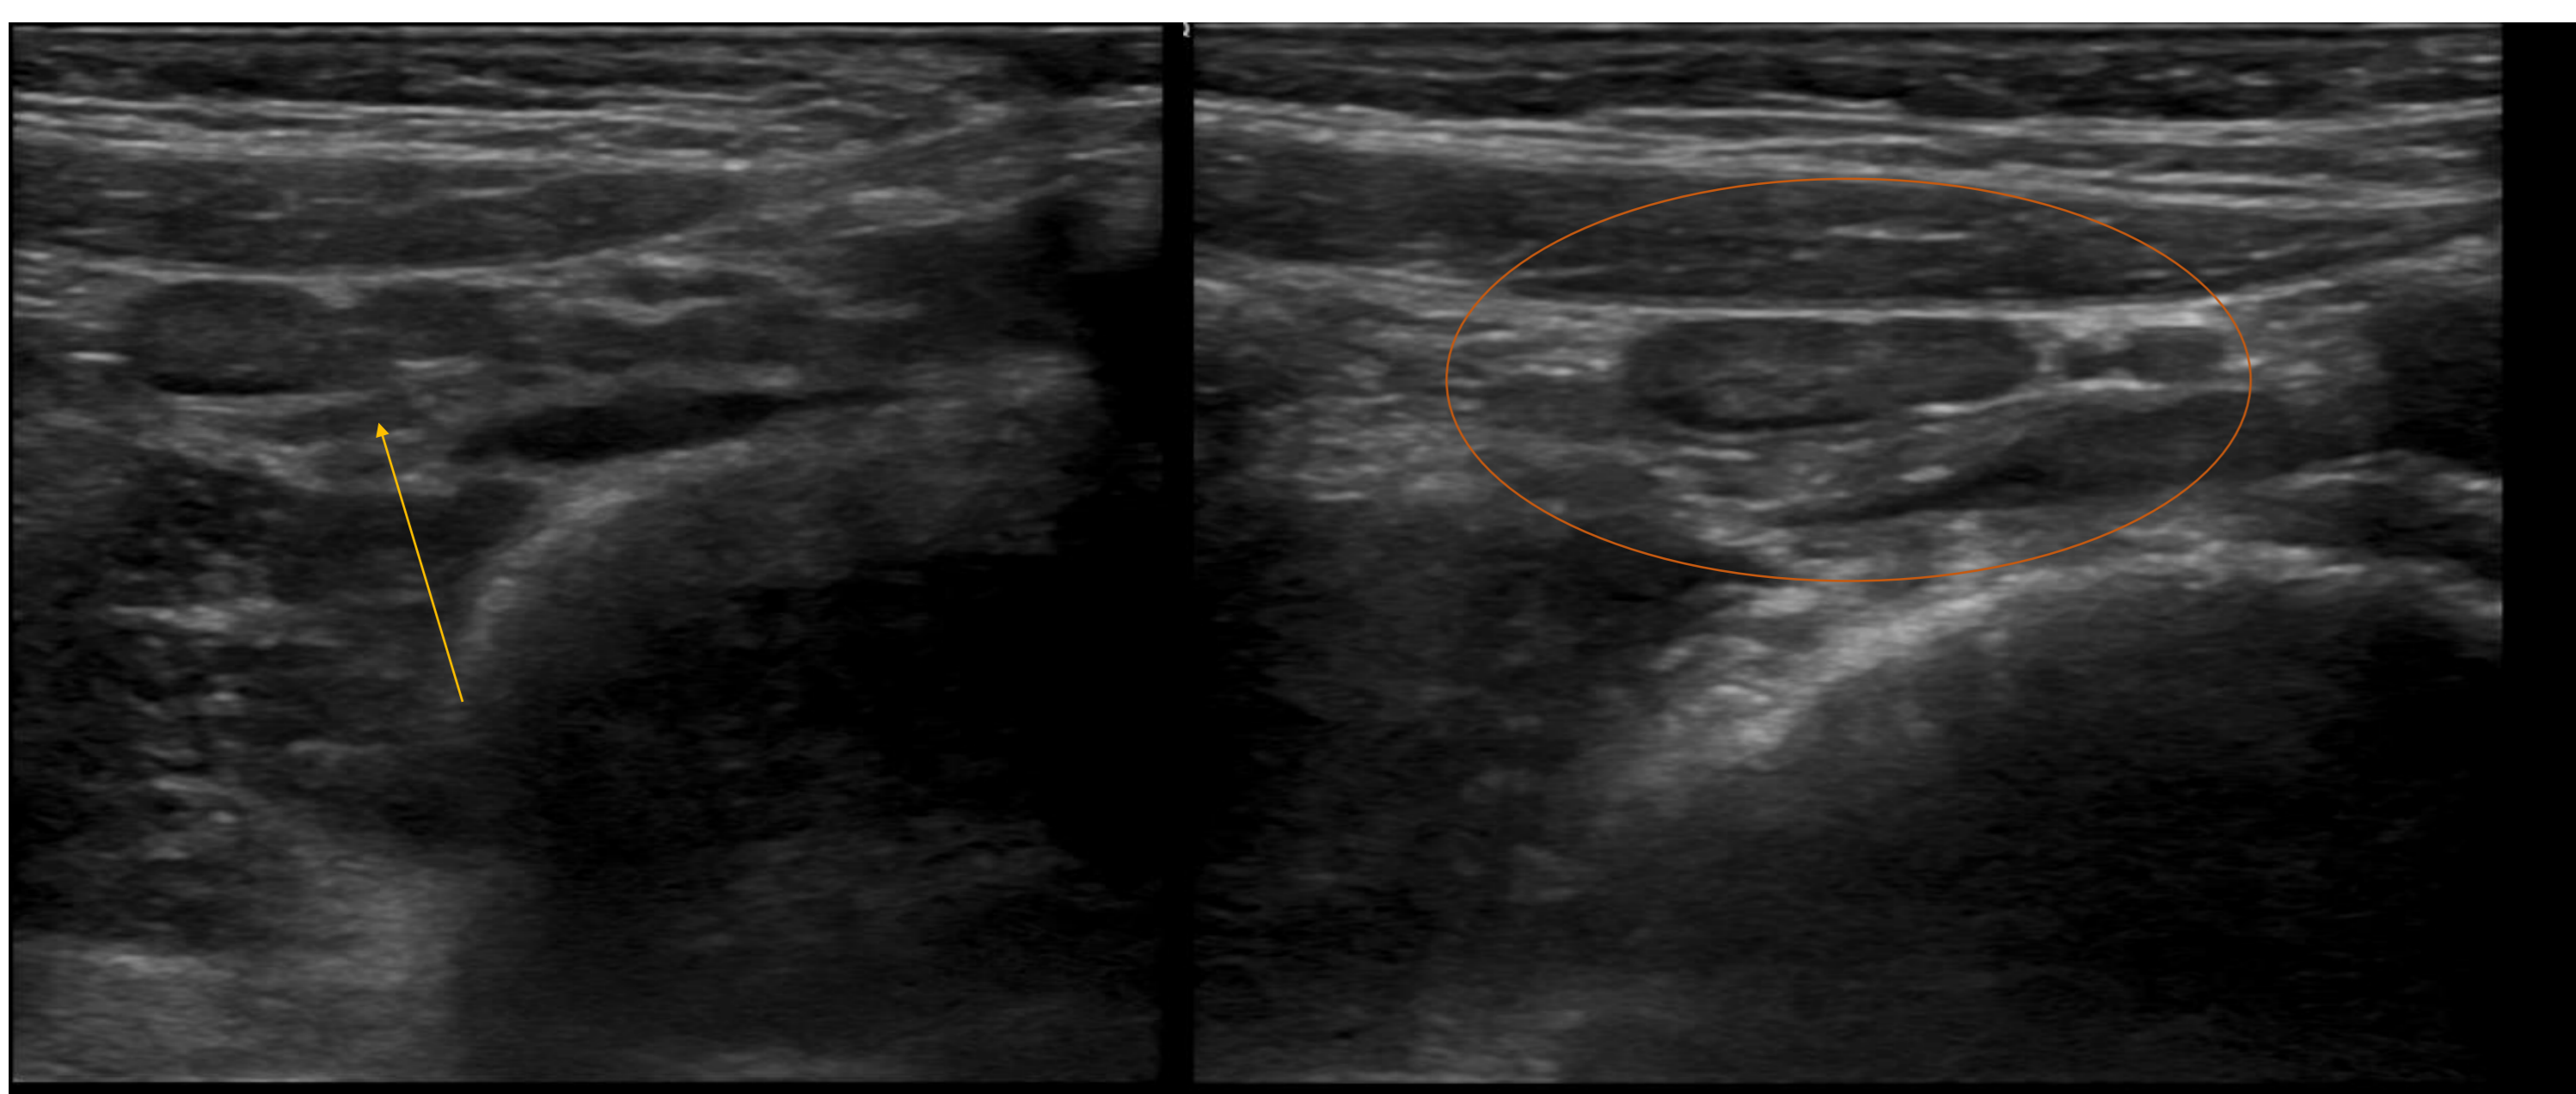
Niño de 11 años que acude por dolor abdominal opresivo y continuo de 72 horas de evolución localizado en FID. Afebril. Analítica y ecografía normales hace 24h. Persiste el dolor. Blumberg positivo. Signos de Rovsing, del psoas y del obturador negativos. Puñopercusión renal bilateral negativos. No síndrome miccional. A,B: Como único hallazgo se identifican adenopatías mesentéricas en número mayor de 5.
